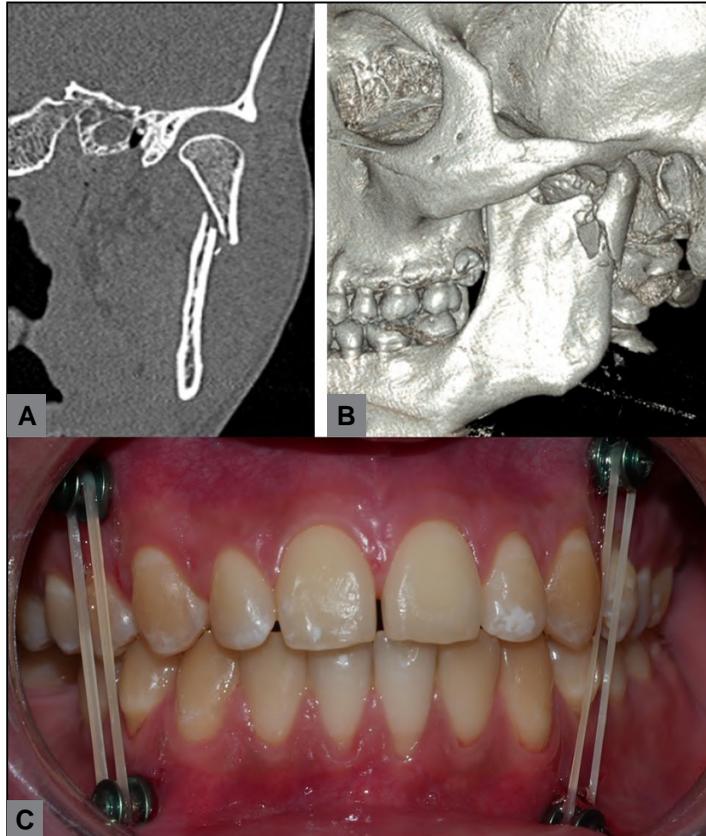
A: Corte coronal de TC inicial con fractura de base de cóndilo izquierdo. B: TC inicial reconstrucción volumétrica. C: Tratamiento de urgencia.
